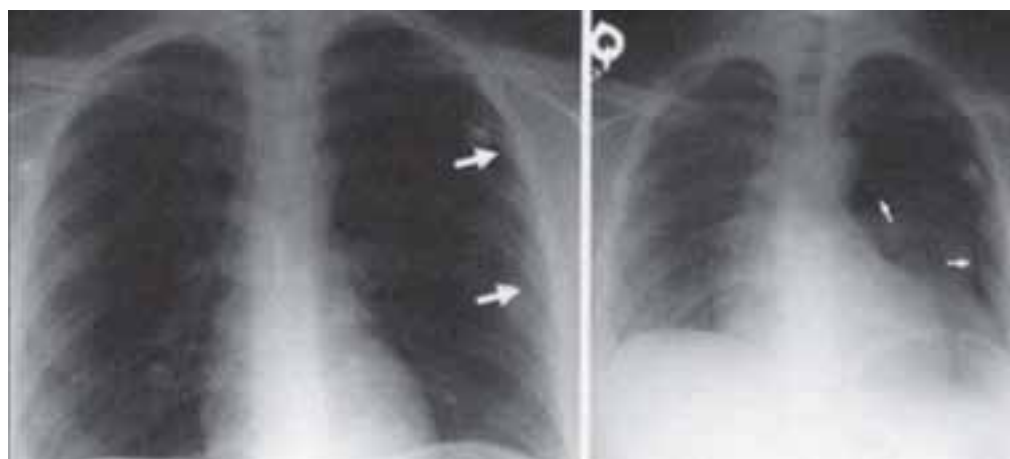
Radiografia de tórax evidenciando pneumotórax no pulmão esquerdo (setas).
